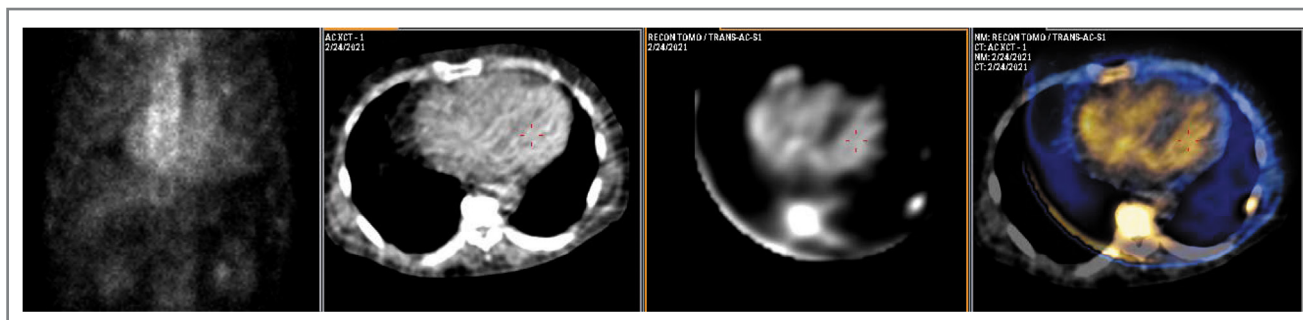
Данные планарной сцинтиграфии, КТ, ОЭКТ и ОЭКТ/КТ пациента К. При планарном исследовании отмечается накопление РФП в проекции сердца, однако по данным ОЭКТ/КТ это накопление относится к полостям желудочков и предсердий (сигнал от пула крови); включения РФП в миокард не выявляется.
